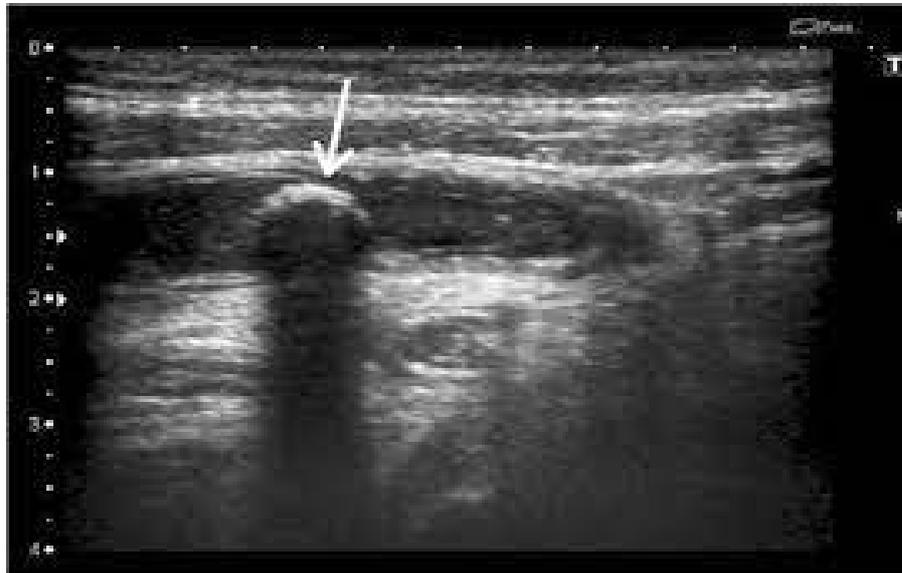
Ecografía de Abdomen, donde se observa imagen de apendicolito. Arevalo et al. Rev Colomb Radiol. 2014; 25(1): 3877-88
